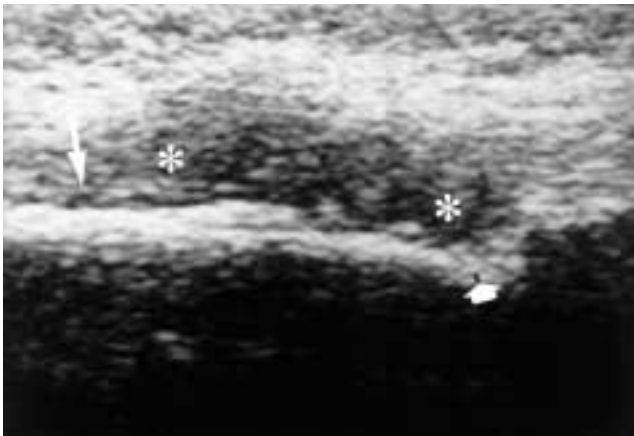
Ecografía longitudinal sobre la lesión, donde se aprecia un tejido blando hipocóico (entre asteriscos) que erosiona la cortical de la tibia (flecha corta) y que se continúa de forma gradual con la expansión tendinosa de la pata de ganso (flecha larga).
